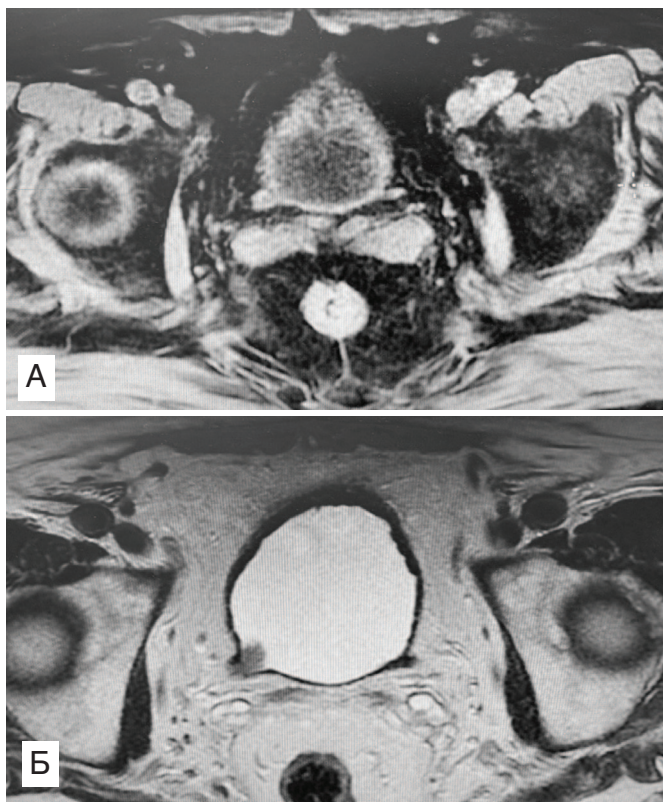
Больной X. МРТ исследование мочевого пузыря и тазового отдела мочеточника с разницей в 6 мес: А – нет признаков опухолевидного образования правого мочеточника; Б – опухолевидное образование дистального отдела правого мочеточника через 6 мес
